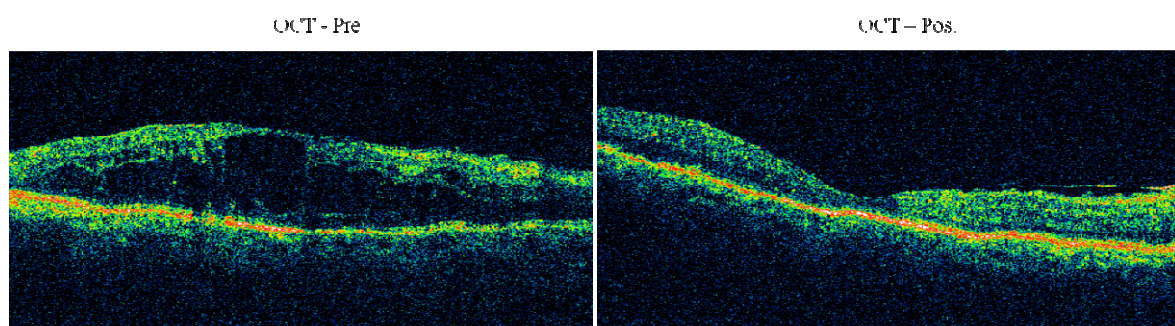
Contraste de casos 4. Análisis diagnóstico mediante imágenes de Tomografía Óptica Coherente, evaluadas de manera pre y post intervención.
